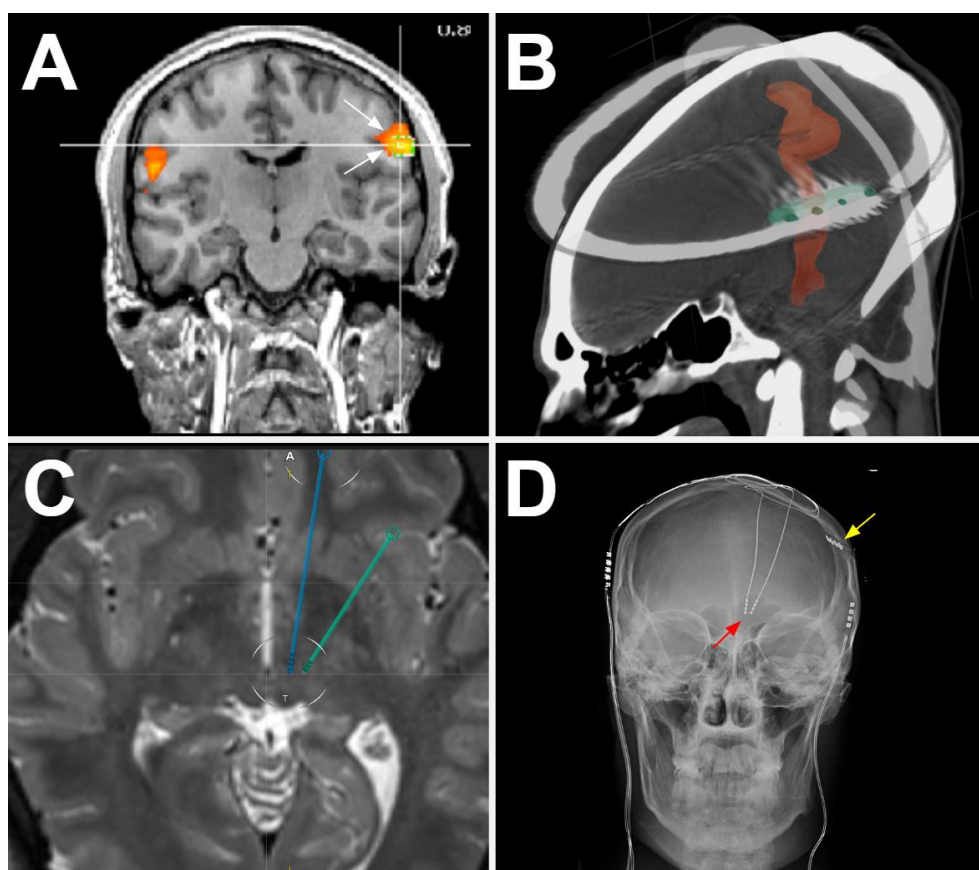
Caso ilustrativo. A. Resonancia magnética funcional preoperatoria. Las flechas blancas resaltan las áreas de activación marcada del giro precentral izquierdo. B. Reconstrucción de una tomografía computarizada que muestra la colocación de la paleta estimuladora de la corteza motora del lado izquierdo (verde) sobre el giro precentral (naranja). C. Resonancia magnética axial con la colocación final de los cables apuntando al complejo CM-Pf (azul) y al núcleo VPL del tálamo (verde). D. Radiografía de cráneo que muestra la colocación de la paleta estimuladora de la corteza motora del lado izquierdo (flecha amarilla) y los cables de estimulación cerebral profunda del lado izquierdo (flecha roja).
